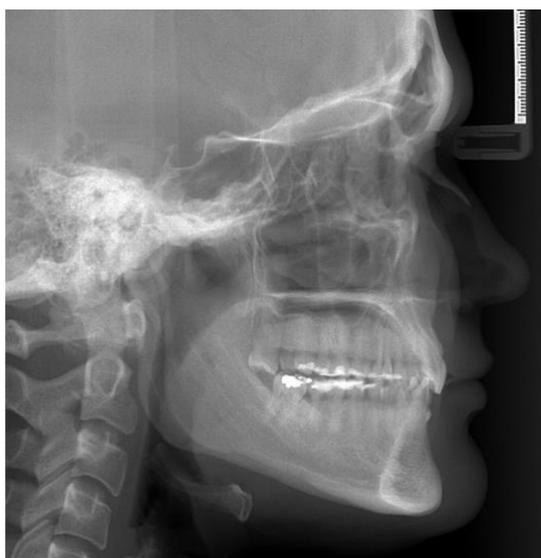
Teleradiografia
